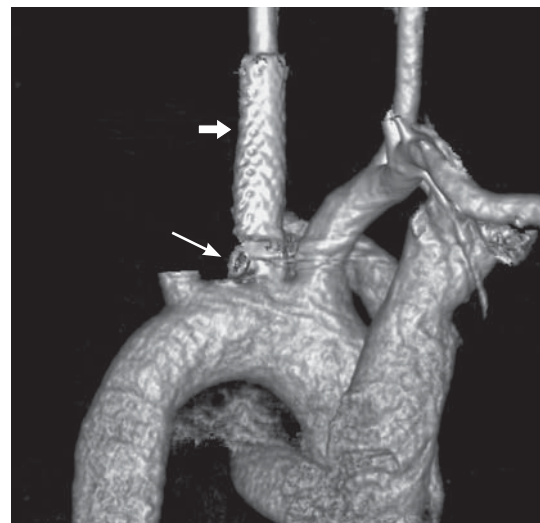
CT angiography, 3D reconstruction one month after the intervention. The thin arrow is an embolized pseudoaneurysm sac; the large arrow is a stent graft in the left common carotid artery, the main blood flow.
